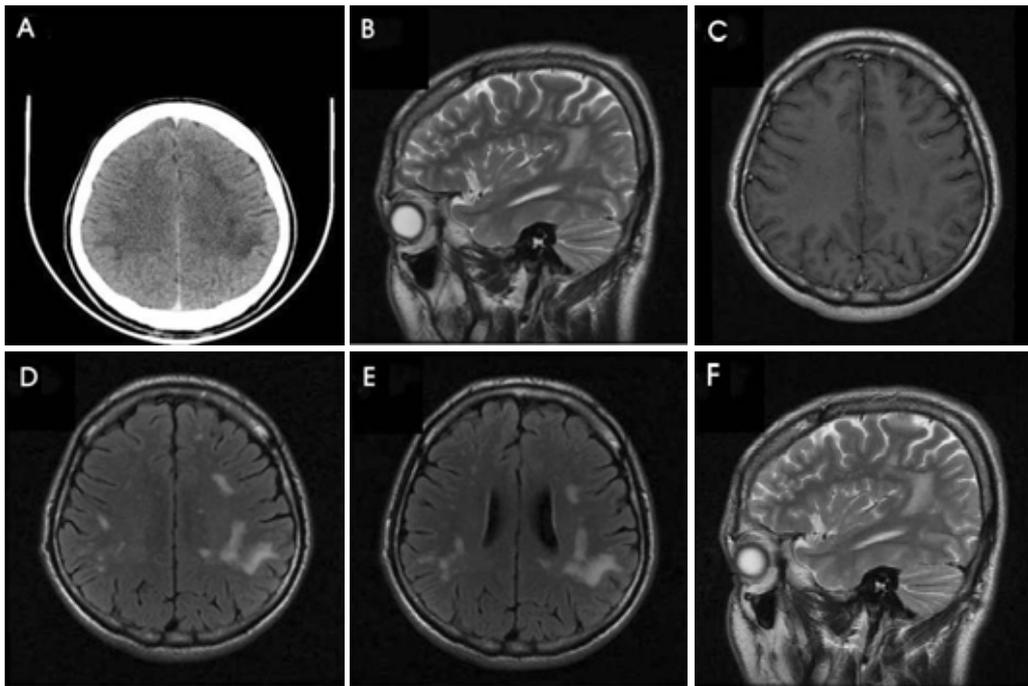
Initial (A-D) brain images and follow-up images (E, F) of the patient. Brain CT (A) shows multiple, variable sized, finger-like, low density lesions in the bilateral white matter adjacent to cortical U-fiber. T2-sagittal image (B) shows hyperintense lesion according to axonal projection. This lesion is hypointense and not enhanced on T1-enhanced image (C). FLAIR image (D) shows hyperintense lesion. Two months later, little changes are shown in the follow-up study on FLAIR (E) and T2-sagittal image (F).
